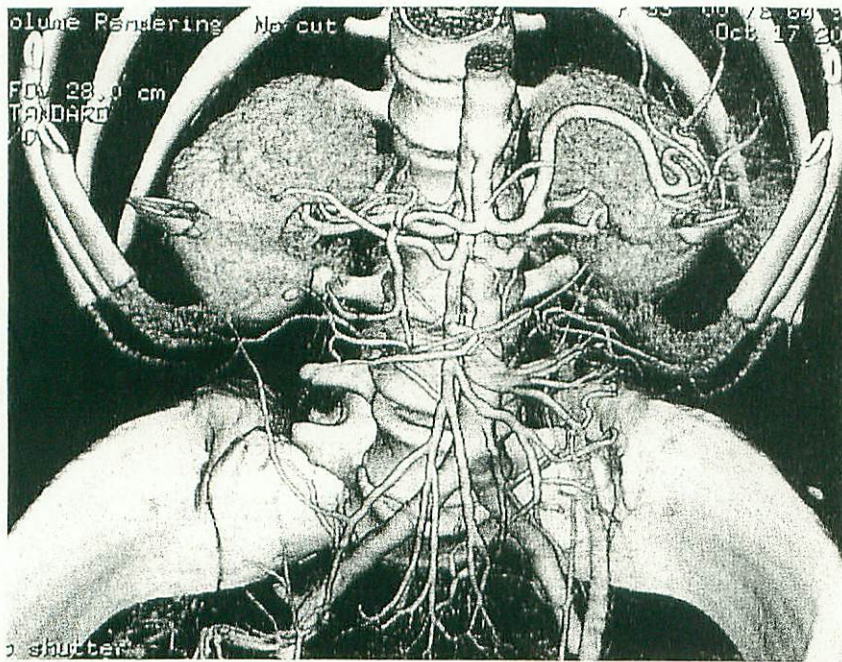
多列検出器 CT による大動脈造影 3 次元画像
